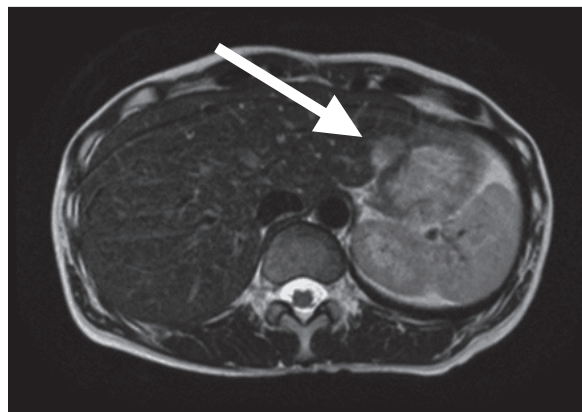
腹部ダイナミックMRI(3回目の肝転移)肝外側区域(S2)に21x17mm大の胃壁浸潤を伴う転移性肝腫瘍を認めた(矢印)
